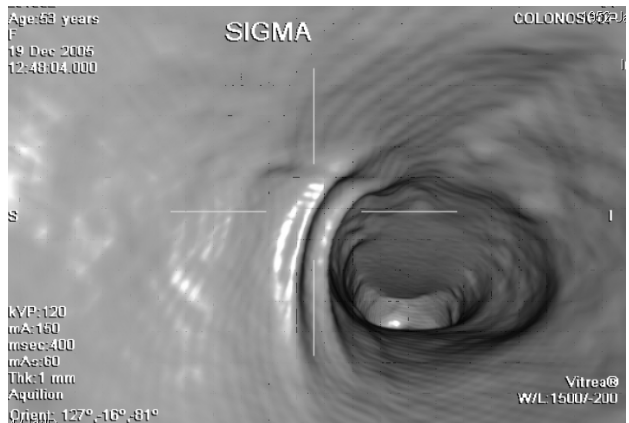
Visión total del sigma, sin ulceraciones ni sangrado. La colonoscopia virtual, después de 8 meses de tratamiento Homeopático, Biorresonancia y Biofeedback. Tratamiento desde Abril de 2005 a Diciembre 2005.
